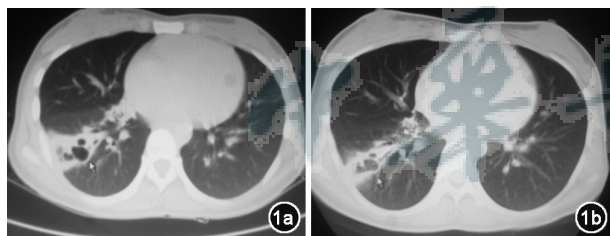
CT 示右下肺下叶团片状高密度影, 病灶内可见空洞 1a 左肺窗 1b 右纵隔窗
